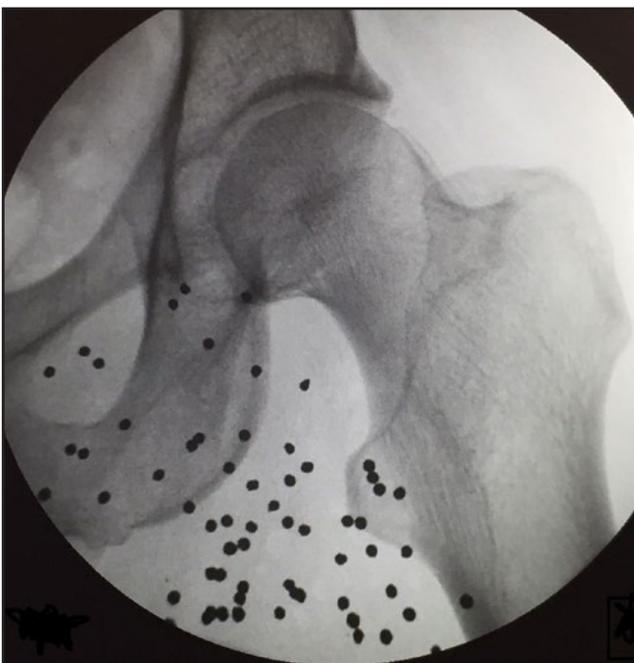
Radiografía donde se aprecian múltiples perdigones en el espesor de los músculos pectíneo, aductor, semitendinoso y semimembranoso
